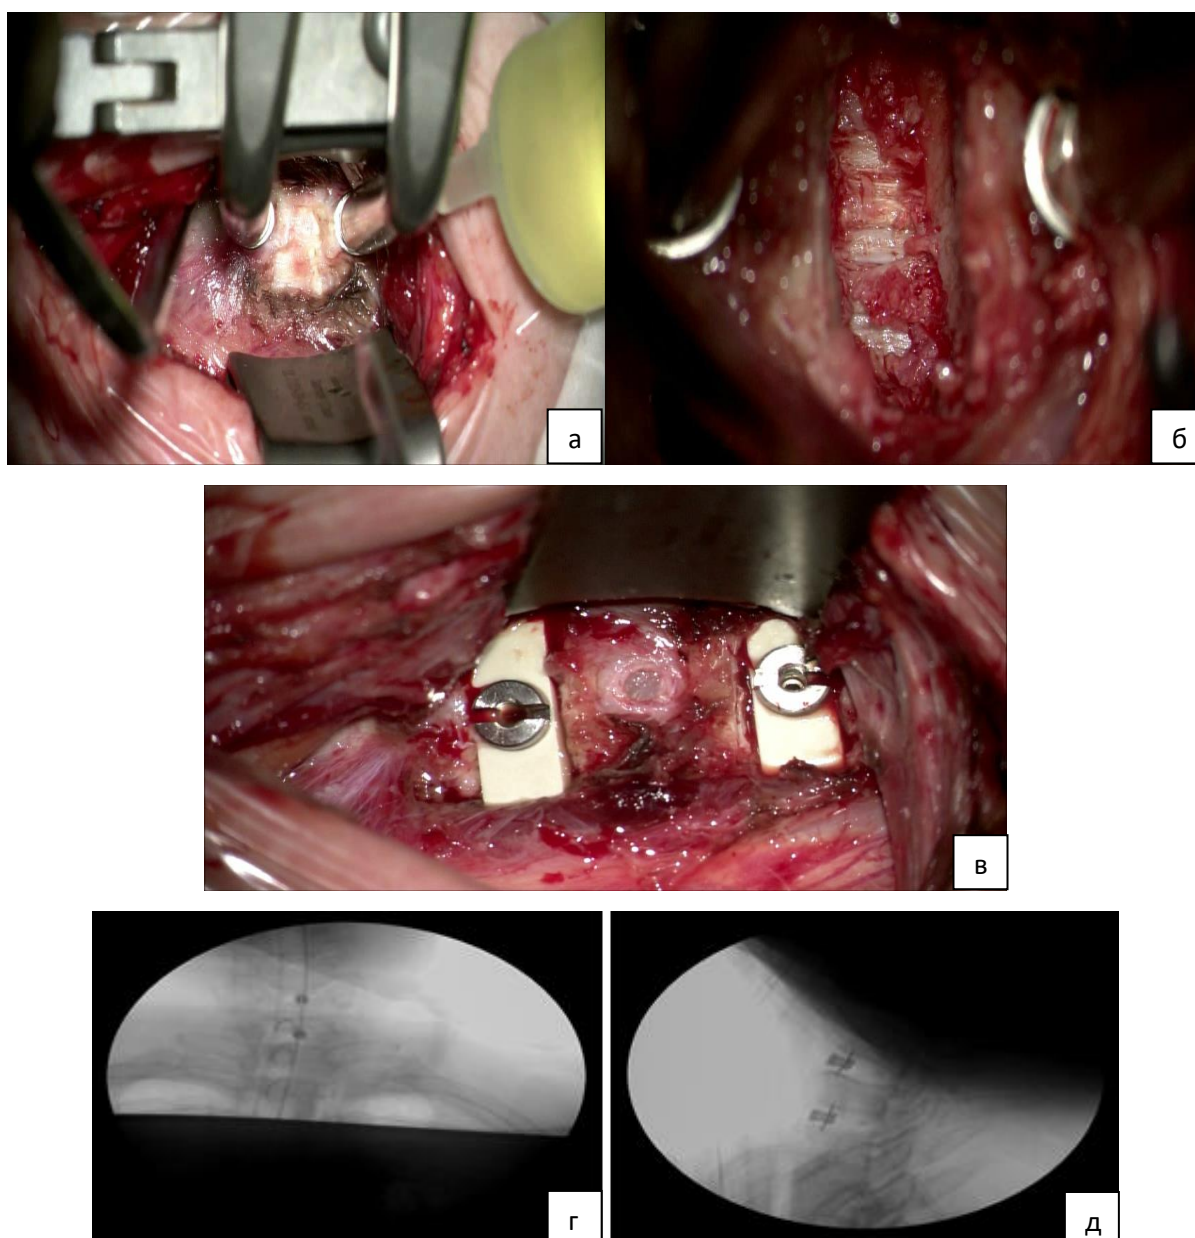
Собственное клиническое наблюдение, пациент Л., 53 года — двухуровневая дискэктомия C_5-C_6 , C_6-C_7 : а — внешний вид передней поверхности шейного отдела позвоночника перед удалением межпозвоночного диска; б — вид межтелового пространства после дискэктомии и резекции задней продольной связки; в — общий вид установленных кейджей в сегментах C_5-C_6 , C_6-C_7 ; г — интраоперационная рентгенография ЭОП шейного отдела позвоночника в прямой проекции; д — интраоперационная рентгенография ЭОП шейного отдела позвоночника в боковой проекции.
